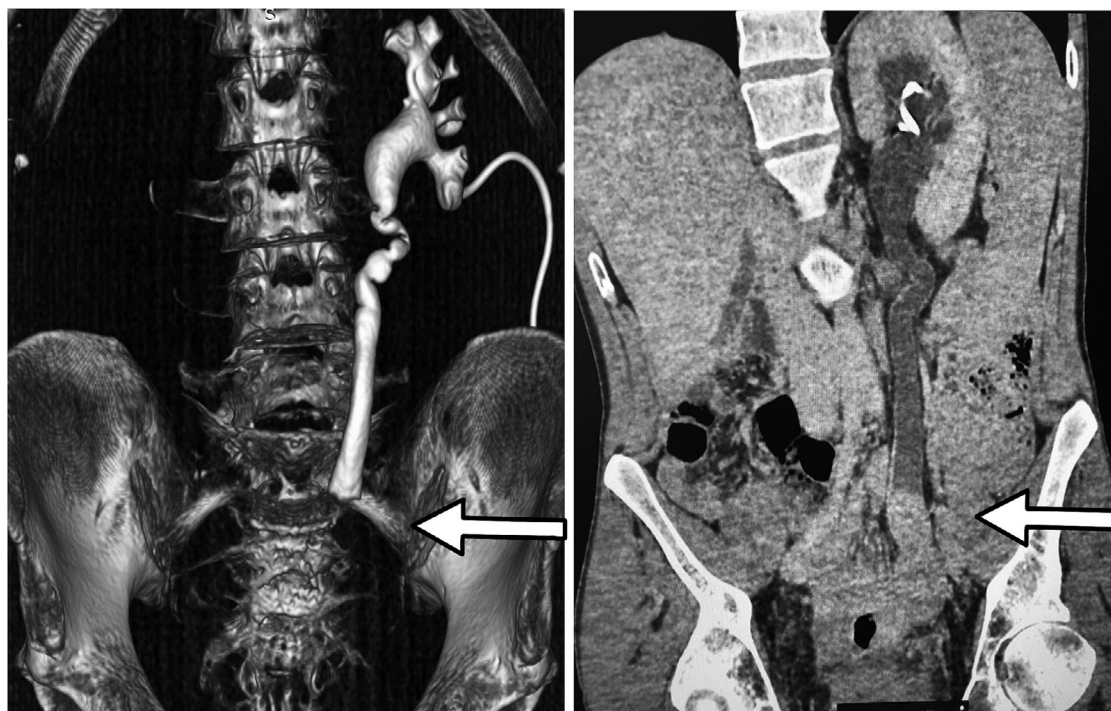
Компьютерная томография забрюшинного пространства с контрастированием, образование нижней трети правого мочеточника
